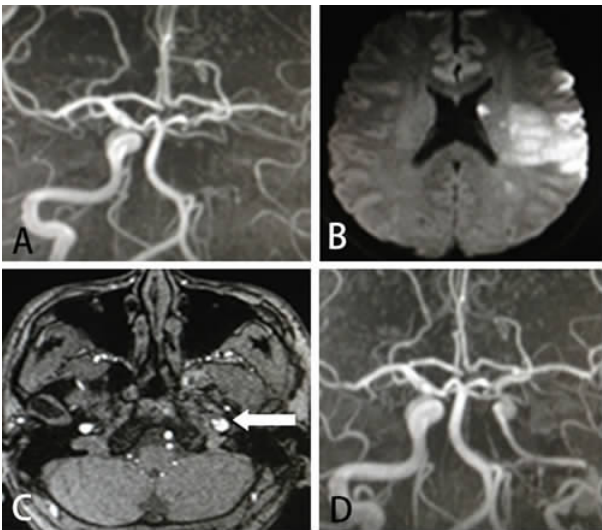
1 例左侧颅外段颈内动脉夹层患者治疗前后影像学图 A. 治疗前 MRA 示左侧颈内动脉闭塞;B. 头颅 MRI DWI 示左侧颞叶梗死;C. 治疗前头颅 MRI 示双腔征(↑示);D. 治疗(阿司匹林 100 mg/d+氯吡格雷 75 mg/d)2 周后,MRA 示血管再通
